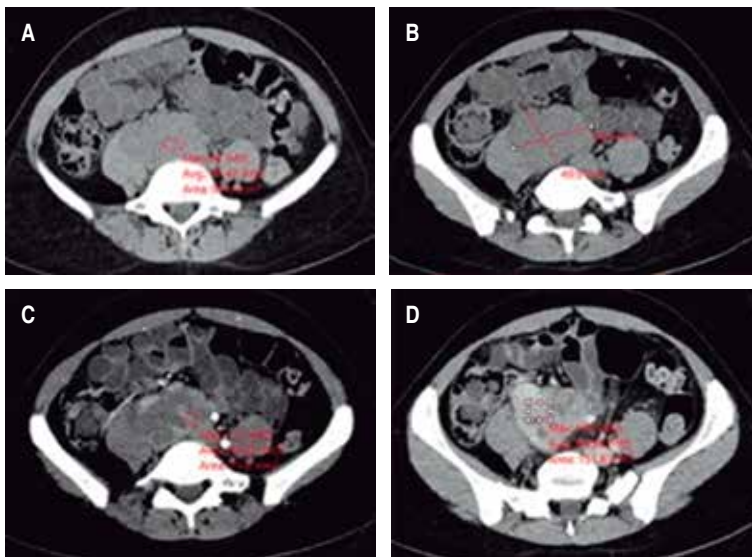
A y B) Tomografía computada del abdomen en cortes simples a la altura de L5, lesión sólida retroperitoneal entre el músculo psoas y los grandes vasos del retroperitoneo. C y D) Cortes con contraste endovenoso en fases arterial y venosa, reforzamiento heterogéneo, desplaza las venas ilíacas internas.
